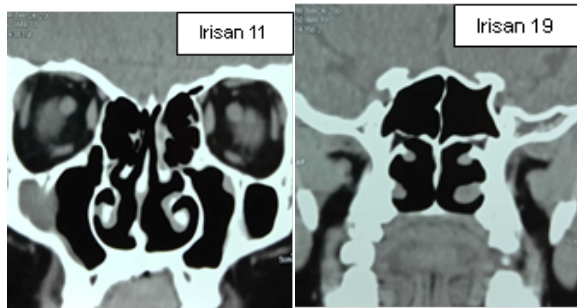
Citra *CT scan* sinus paranasal potongan coronal variasi window width 90 HU *agger nasi cell* (1), *ethmoid roof* (2), *haller cells* (3), *uncinate process* (4), *middle turbinate* (5), *bulla ethmoidalis* (6), *optic nerve* (7), *sinus sphenoidalis* (8), *onodi cells* (9).
